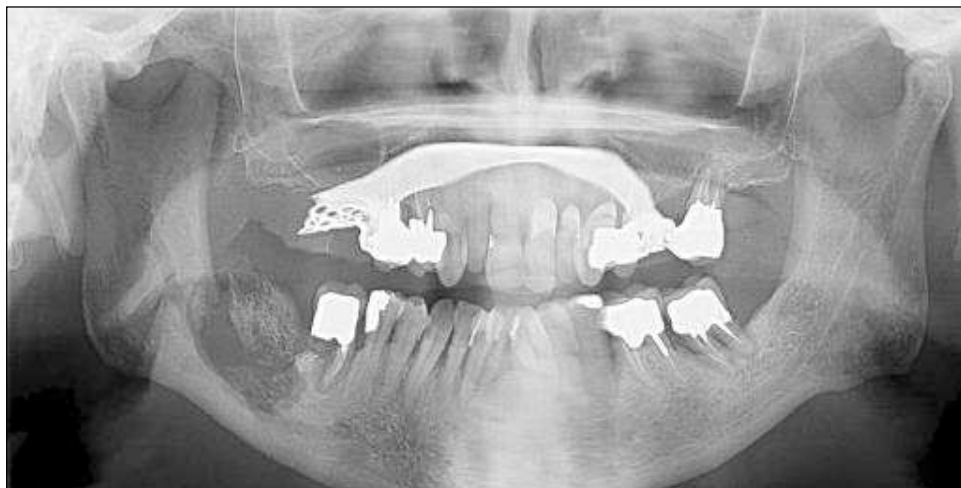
Ortopantomografia do mesmo doente após exodontias mostrando sequestro ósseo e osteonecrose do trígono retromolar mandibular direito (Viviano et al., 2017)
